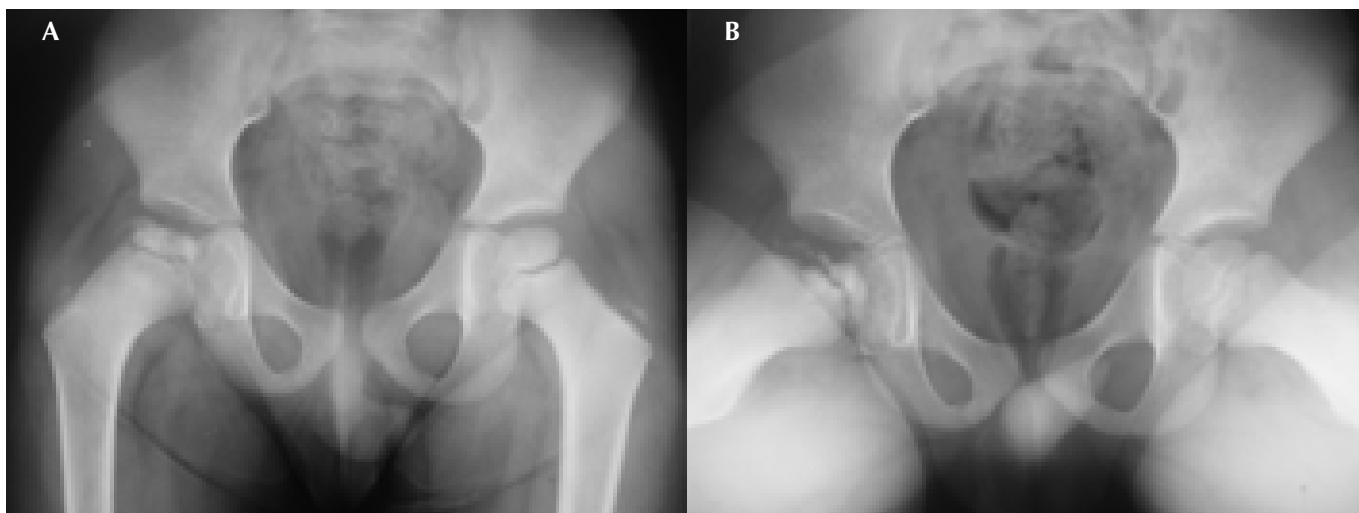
Radiografias do quadril (AP, A, e *frog-leg*, B) antes do tratamento
